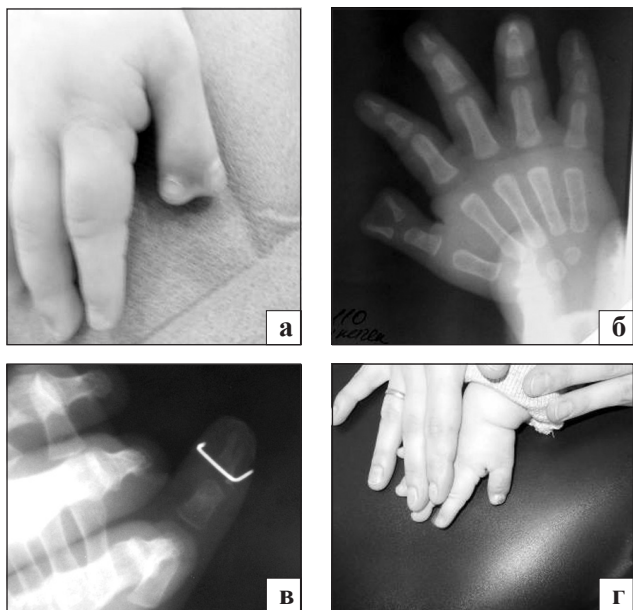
Фото и рентгенограммы кисти больной М., 1 год и 3 мес., до (а, б) и через 3 мес. после хирургического лечения (в, г)
